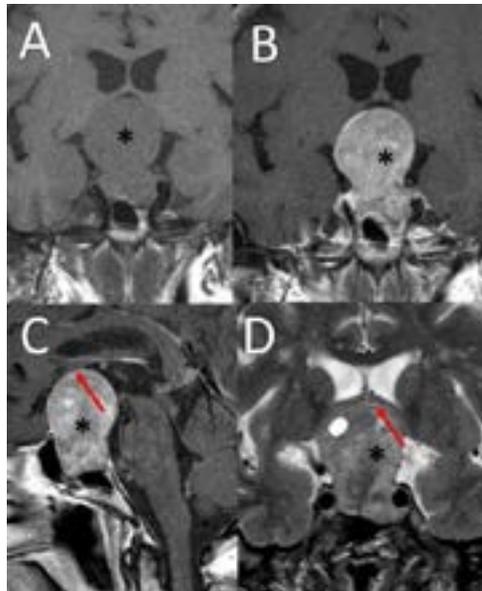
RM de silla turca. A. Corte coronal de silla turca potenciado en T1 sin contraste intravenoso, en el que se objetiva una voluminosa lesión hipofisaria (asterisco) que oblitera las cisternas supraselar y supraquiasmática. B y C. Cortes coronal y sagital potenciado en T1 tras la administración de gadolinio intravenoso, en las que se observa que la lesión tiene una captación heterogénea de contraste (asterisco) y que además desplaza al quiasma (flecha roja). D. Corte coronal de RM potenciado en T2, en la que se observa que la lesión (asterisco) tiene una intensidad de señal heterogénea y no se demuestra alteración de la señal del quiasma (flecha roja). El diagnóstico final de esta lesión fue de macroadenoma hipofisario.
